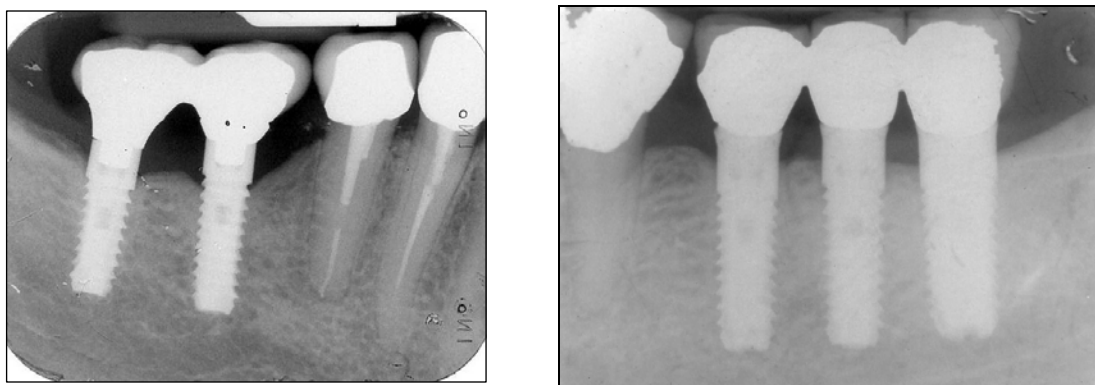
sistema implantare a carico immediato con spira stretta, radiografia di controllo al termine del follow-up
